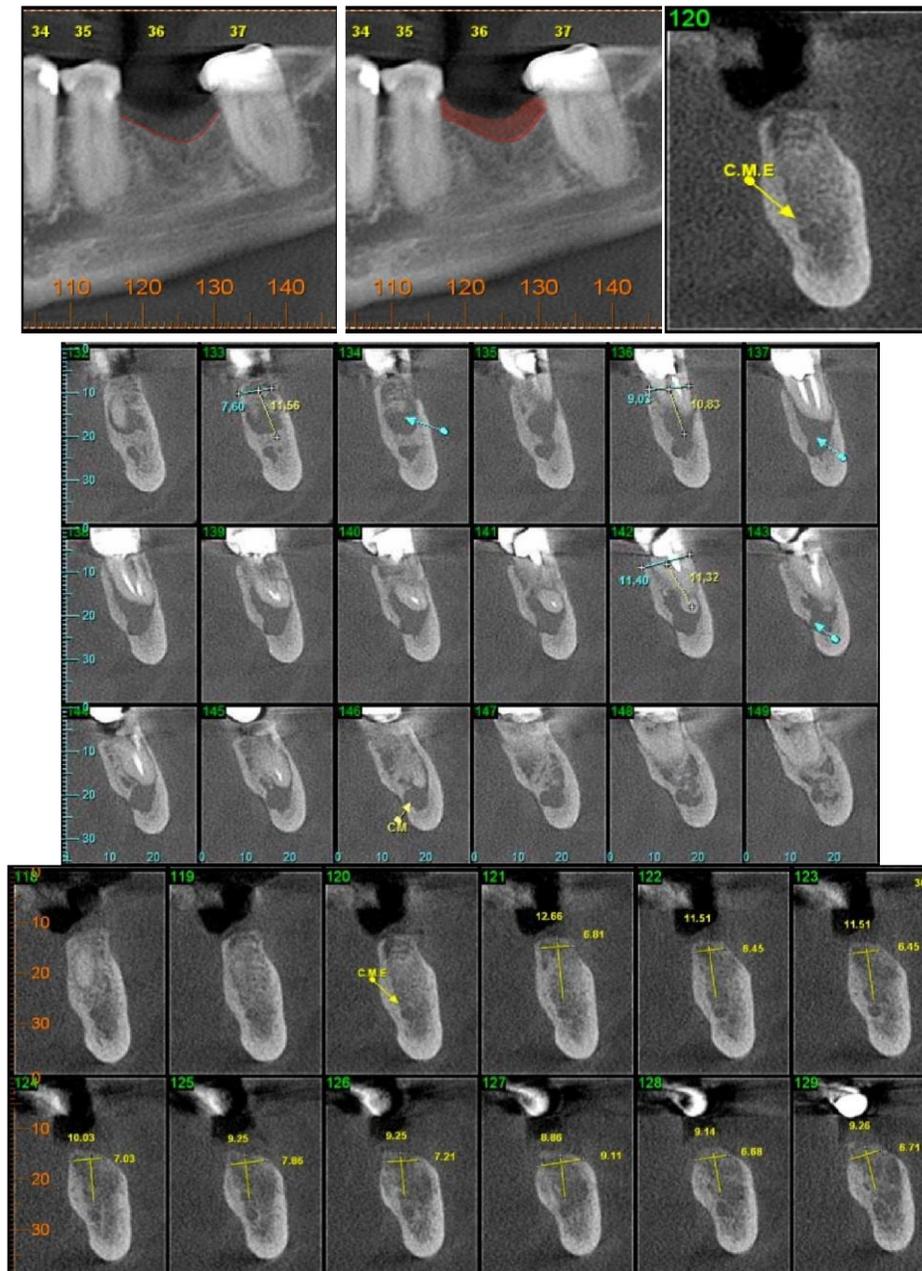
aspecto final, visualizados por meio de tomografia computadorizada de feixes cônicos, do ganho de tecido mineralizados após a cicatrização do PRF.
